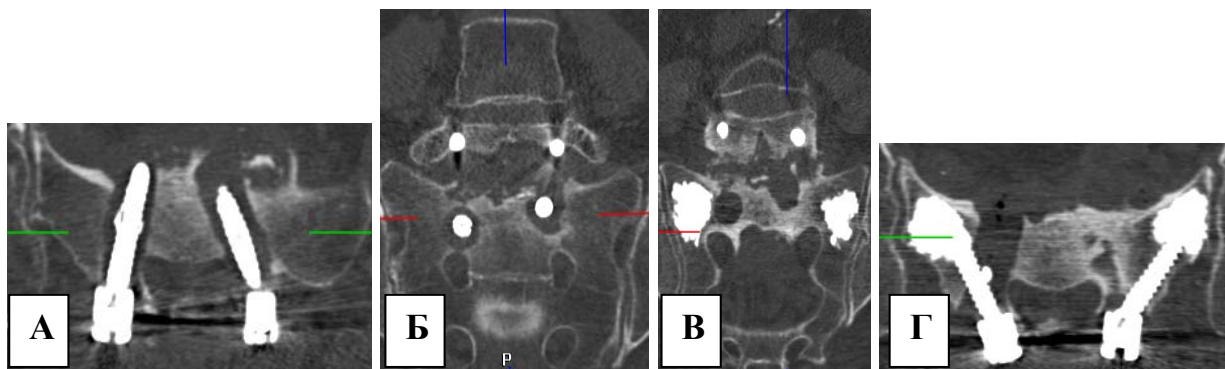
Реализация технического решения при массивной деструкции на уровне S1, обусловленной расшатыванием винтов на фоне остеопороза: КТ до ревизионного вмешательства, аксиальная проекция (А), КТ до ревизионного вмешательства, фронтальная проекция (Б), КТ после ревизионного вмешательства фронтальная проекция (В), КТ после ревизионного вмешательства, аксиальная проекция (Г)
